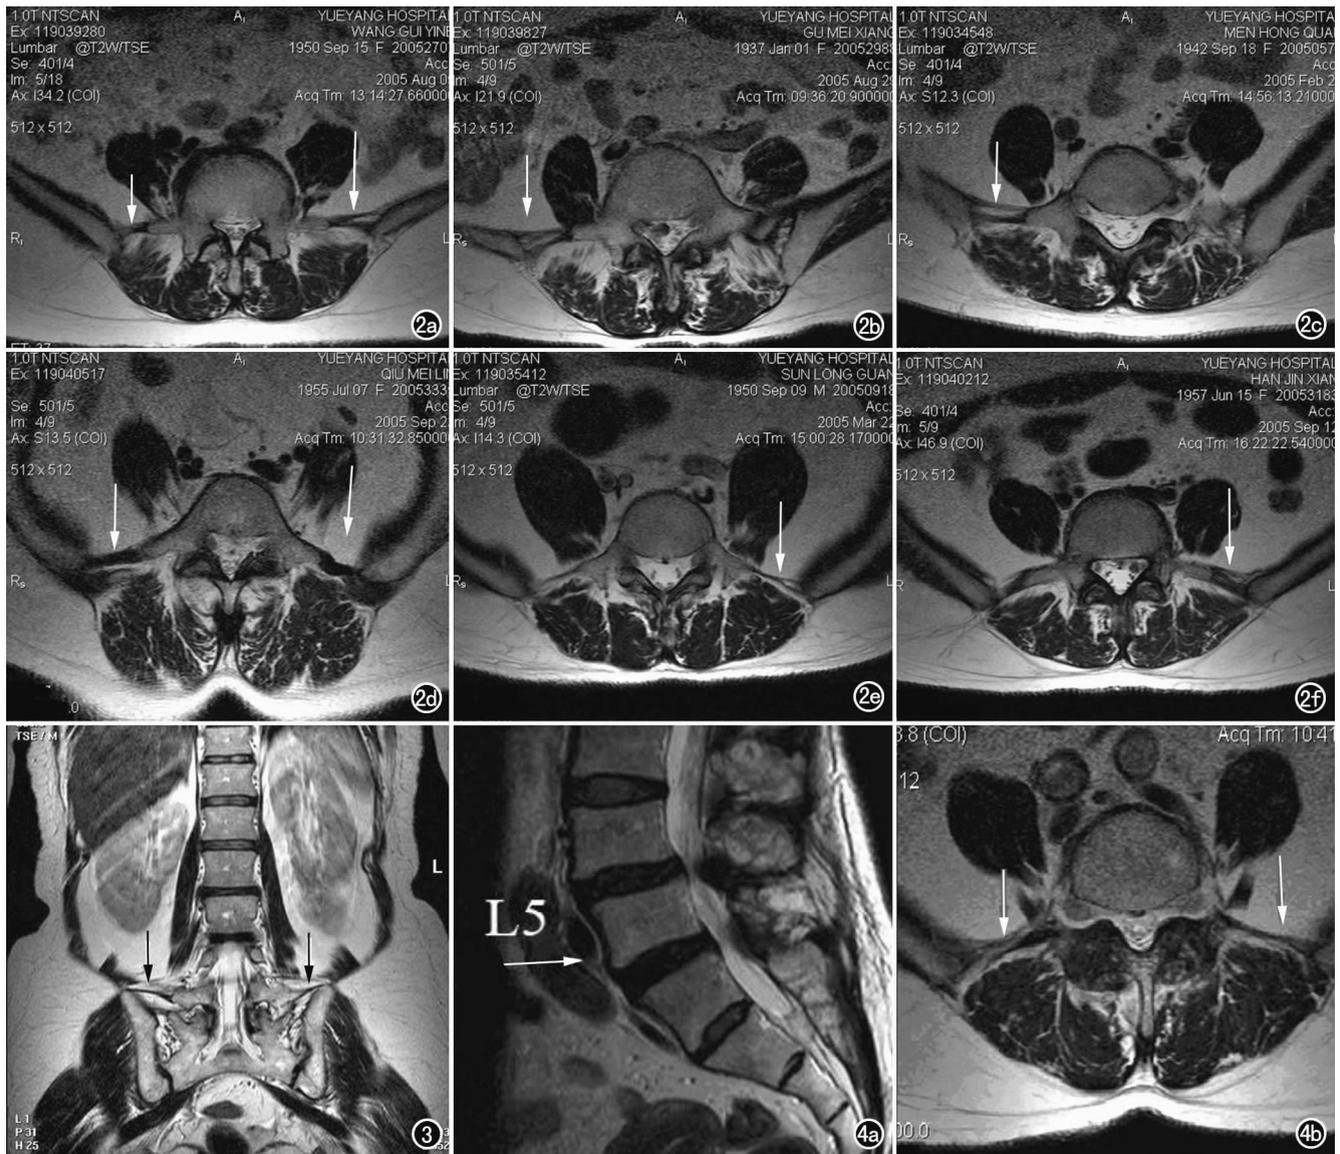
髂腰韧带的 MRI 影像表现及其分型。a) L<sub>5</sub> 椎体水平横断面 T<sub>2</sub>WI 扫描, 清晰显示左侧髂腰韧带前、后两束为同一发起端(长箭), 呈双束 I 型; 右侧髂腰韧带呈单束型(短箭); b) L<sub>5</sub> 椎体水平横断面 T<sub>2</sub>WI 扫描, 显示右侧髂腰韧带分前后两束(双束 I 型, 箭); 左侧仅显示明显增大 L<sub>5</sub> 椎体横突, 髂腰韧带未见显示; c) L<sub>5</sub> 椎体水平横断面 T<sub>2</sub>WI 扫描, 显示右侧髂腰韧带由前、后基本平行的两束组成(箭), 为双束 II 型; d) 横断面 T<sub>2</sub>WI 扫描, 显示 L<sub>5</sub> 椎体轻度向前滑脱, 两侧髂腰韧带均为单束型(箭), 左侧髂腰韧带走行扭曲; e) L<sub>5</sub> 椎体水平横断面 T<sub>2</sub>WI 扫描, 显示两侧髂腰韧带(单束型), 左侧髂腰韧带中部出现分叉(箭); f) L<sub>5</sub> 椎体水平横断面 T<sub>2</sub>WI 扫描, 显示左侧髂腰韧带由三束组成(多束型, 箭)。图 3 腰椎冠状面 T<sub>2</sub>WI 扫描示两侧髂腰韧带发自 L<sub>5</sub> 椎体横突端, 呈近乎水平向外走行延伸至髂骨翼上缘, 左侧髂腰韧带由上下两束组成(箭)。图 4 运用髂腰韧带进行椎体节段定位。a) 腰椎矢状面 T<sub>2</sub>WI 示 S<sub>1</sub> 椎体腰化(箭头所指椎体为 L<sub>5</sub> 椎体); b) 椎体横断面 T<sub>2</sub>WI 扫描, 清晰显示两侧髂腰韧带(箭)。
